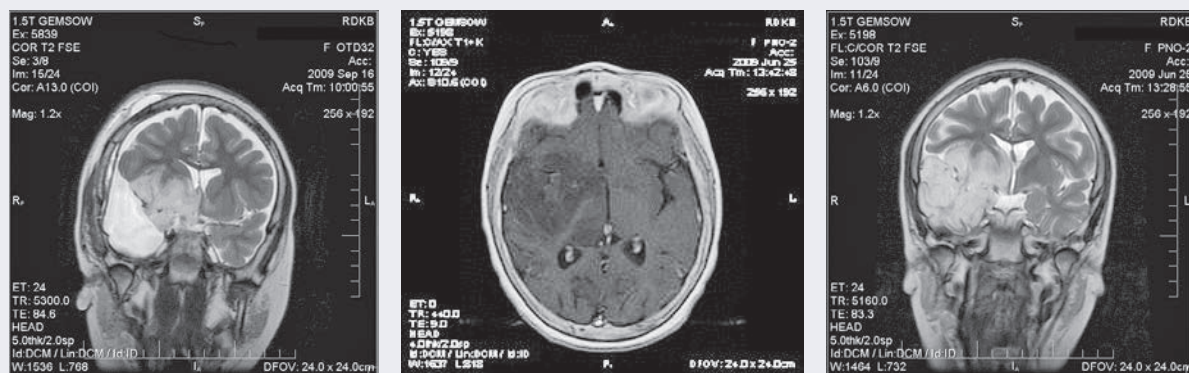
МРТ больной С., 8 лет. ДНЭО.
